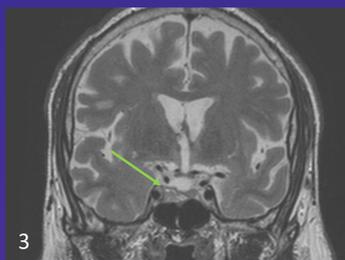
IRM hypophysaire, séquence T2, coupe coronale: macro-adénome de 15mm latéralisé à droite
